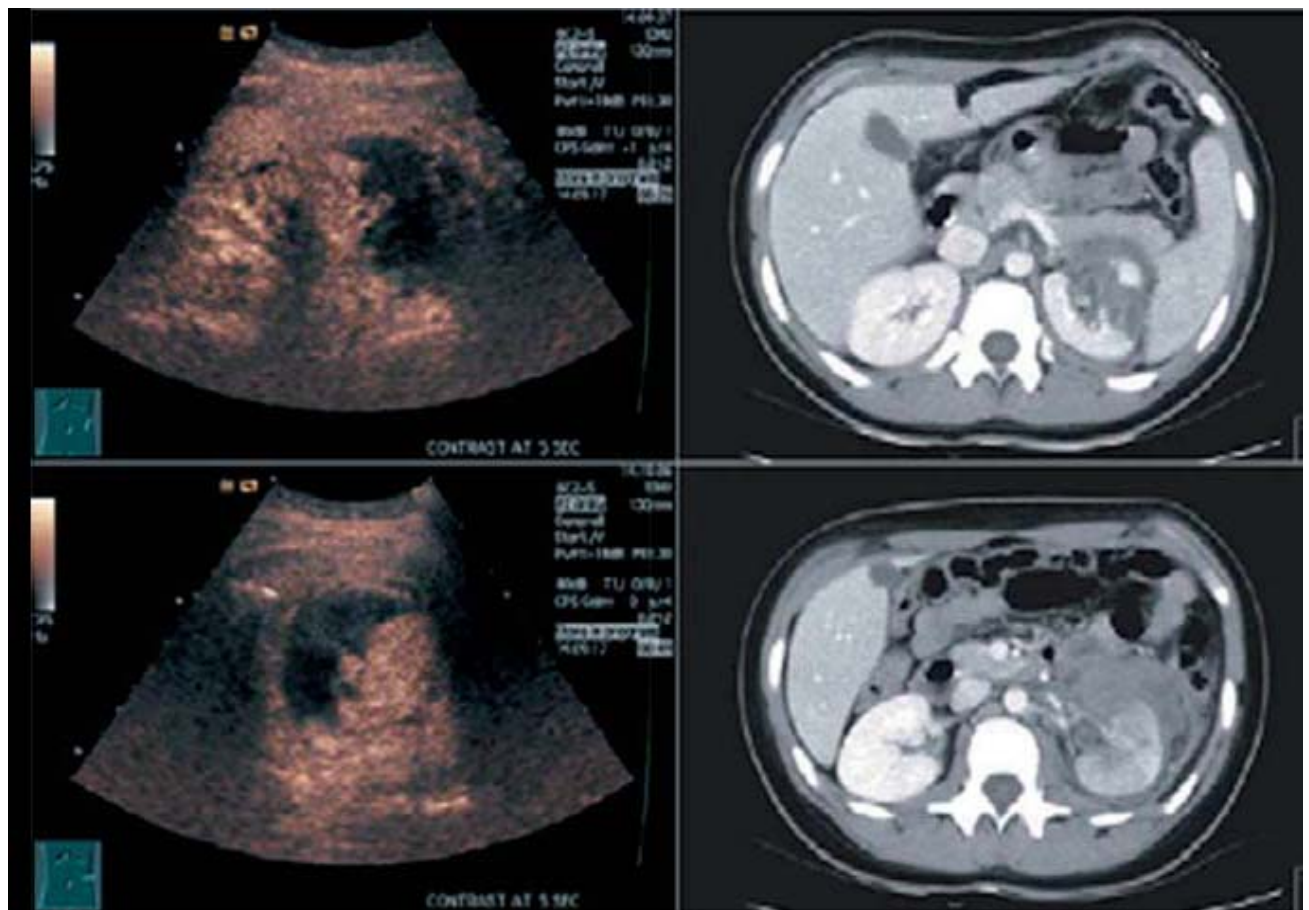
lésions rénales à l'échographie (à gauche) et leurs équivalant au scanner (à droite).
